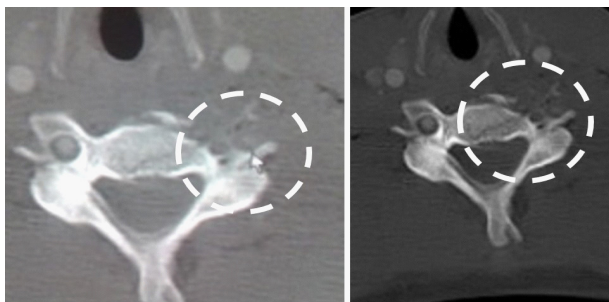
el círculo blanco en la tomografía muestra fractura de apófisis transversa de C2 y no visualización de arteria vertebral por oclusión.
